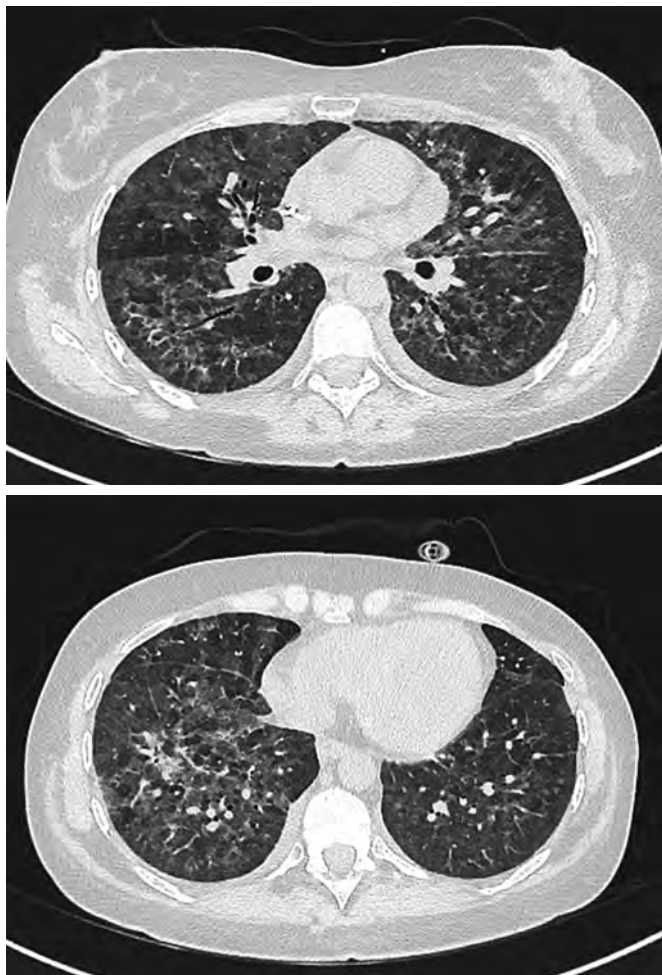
Данные КТ органов грудной клетки пациентки М. (1.04.2020 г.). Лекарственный пневмонит. COVID-19 не подтвержден
